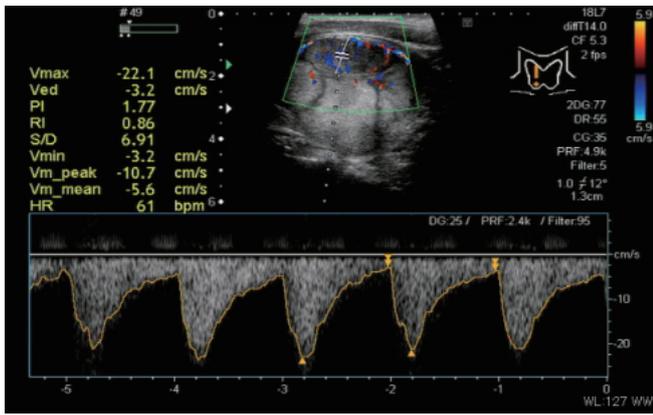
境界部低エコー帯の血流シグナルの波形分析像
